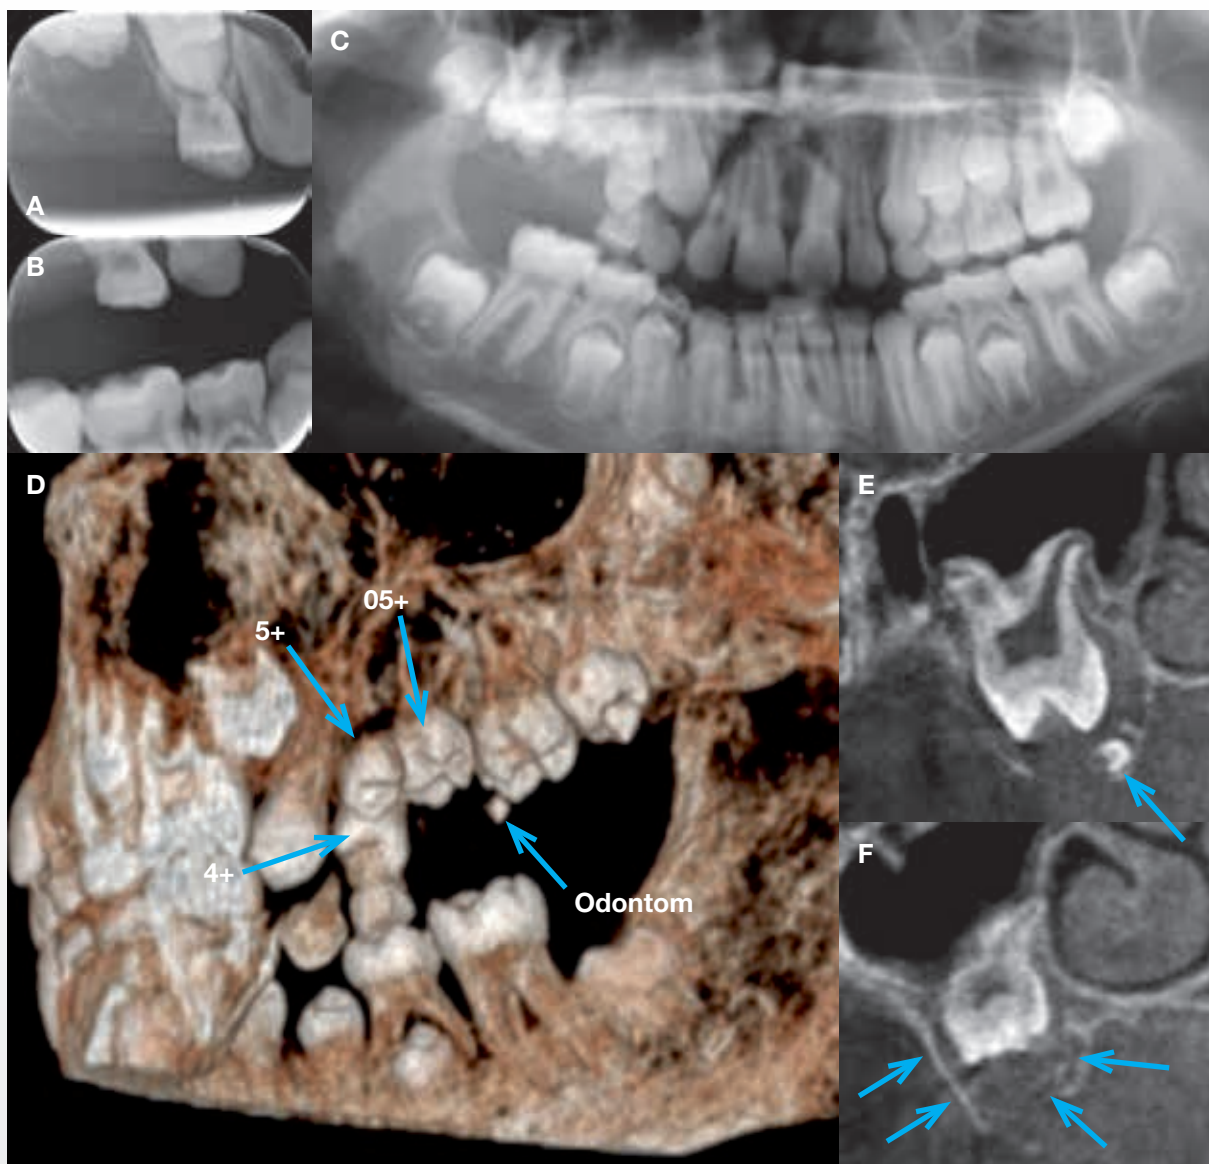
Røntgenundersøgelser af eruptionsforstyrrelse i højre side af overkæben. A. Periapikalt billede fra januar 2013. B. Bitewing fra januar 2013. C. Panorambillede fra maj 2014. D. CBCT 3D-model set palatinalt fra. E. Snit af 6+ i det koronale plan; der ses cyste omkring kronen samt lille odontom inferior for tandkronen (pil). F. Snit af 05+ i det koronale plan; der ses cyste omkring kronen (pile).
